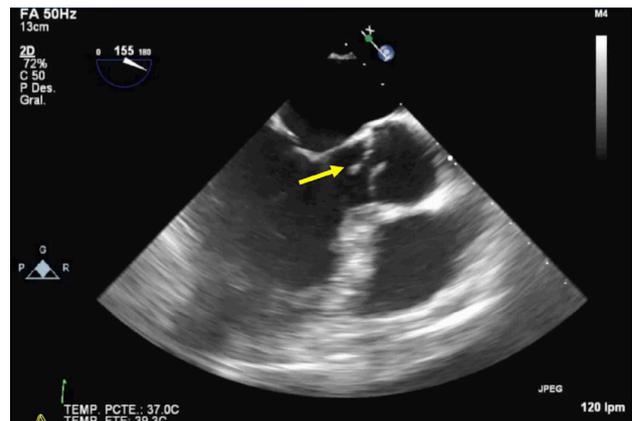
Ecocardiografía transesofágica. Flecha: imagen filiforme móvil de 2 cm de longitud compatible con vegetación en la cúspide no coronaria de la válvula aórtica.
